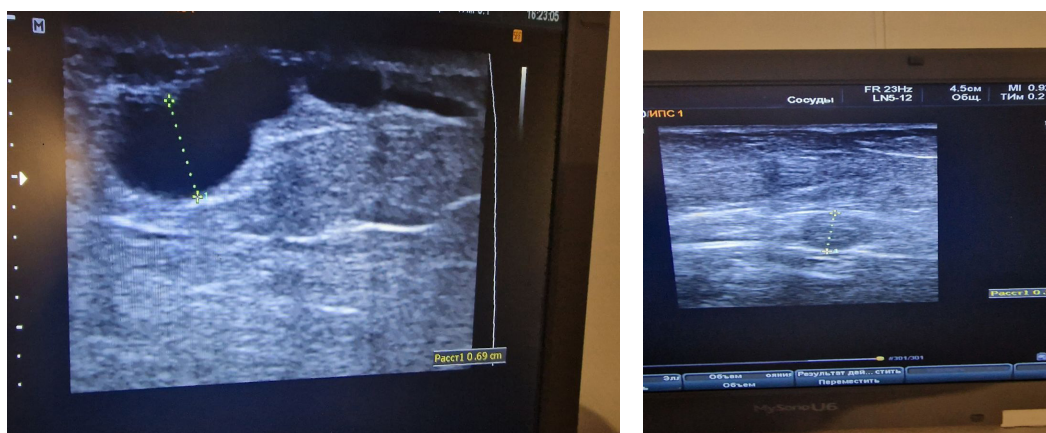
Данные УЗИ вен нижних конечностей. Флотирующий тромб в системе глубокой бедренной вены: а – варикозно расширенные поверхностные вены нижней конечности; б – источник ТЭЛА, глубокая венозная система ноги (пристеночная часть тромба, оставшаяся после случившейся эмболии)
